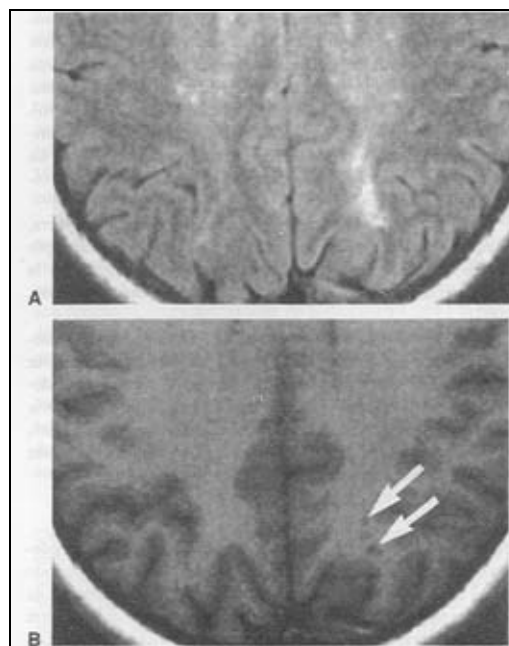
Resonancia magnética de vigilancia obtenidas seis semanas después de parto complicado por eclampsia en una mujer sin datos neurológicos residuales. A. Hay hiperintensidad T2 en imagen FLAIR en áreas previas de edema vasógeno e infarto subcortical. B. La intensidad de señal baja correspondiente en imagen con preponderancia T1 (*flechas*) indica evolución hacia gliosis o formación de tejido cicatrizal en el cerebro. (Tomado de Zeeman et al., 2004a, con autorización.)
